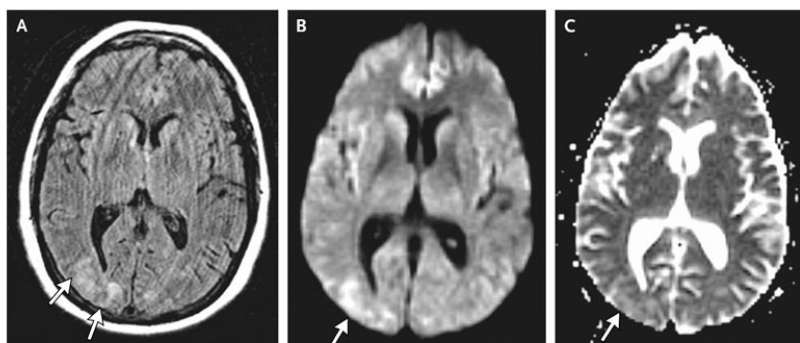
A : FLAIR B : DWI C : iADC 計算画像
